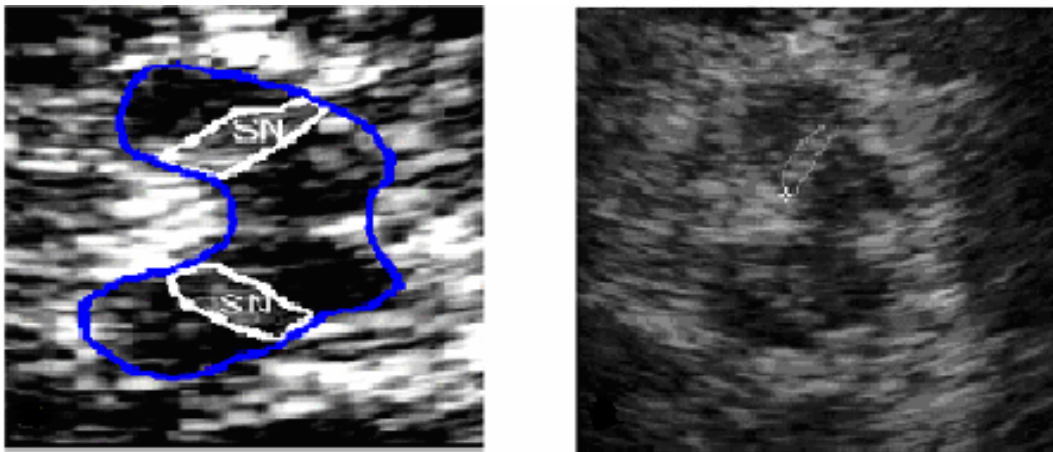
Sonographische transtemporale Darstellung der schmetterlingsförmigen Struktur des Mesencephalons bei einem Patienten mit M. Parkinson. Die hyperechogene Fläche der Substantia Nigra ist umrandet.
